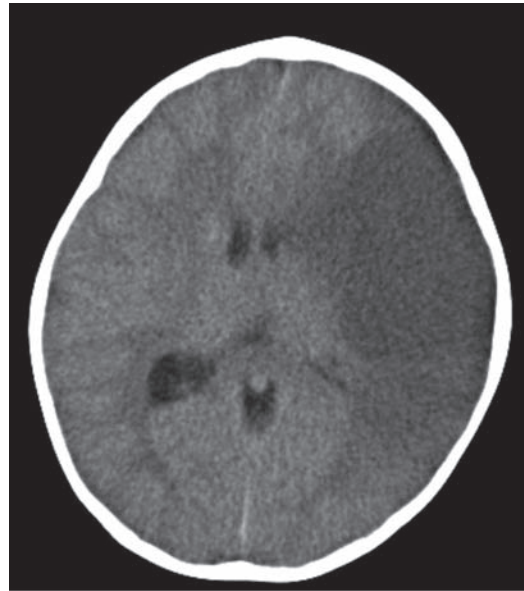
Brain CT revealed a wide low-density area in the left cerebral hemisphere.
